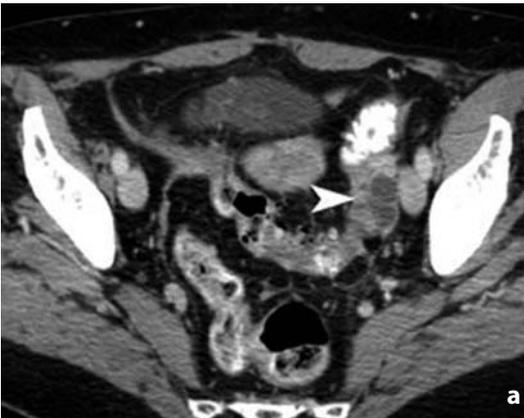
Tomografia computerizzata. Metastasi ovarica da carcinoma colico. a Esame eseguito con mdc: lesione espansiva annessiale sinistra a struttura mista (punta di freccia). Ad un controllo TC successivo con mdc (b) si apprezza aumento in dimensioni delle componenti sia cistica sia solida
